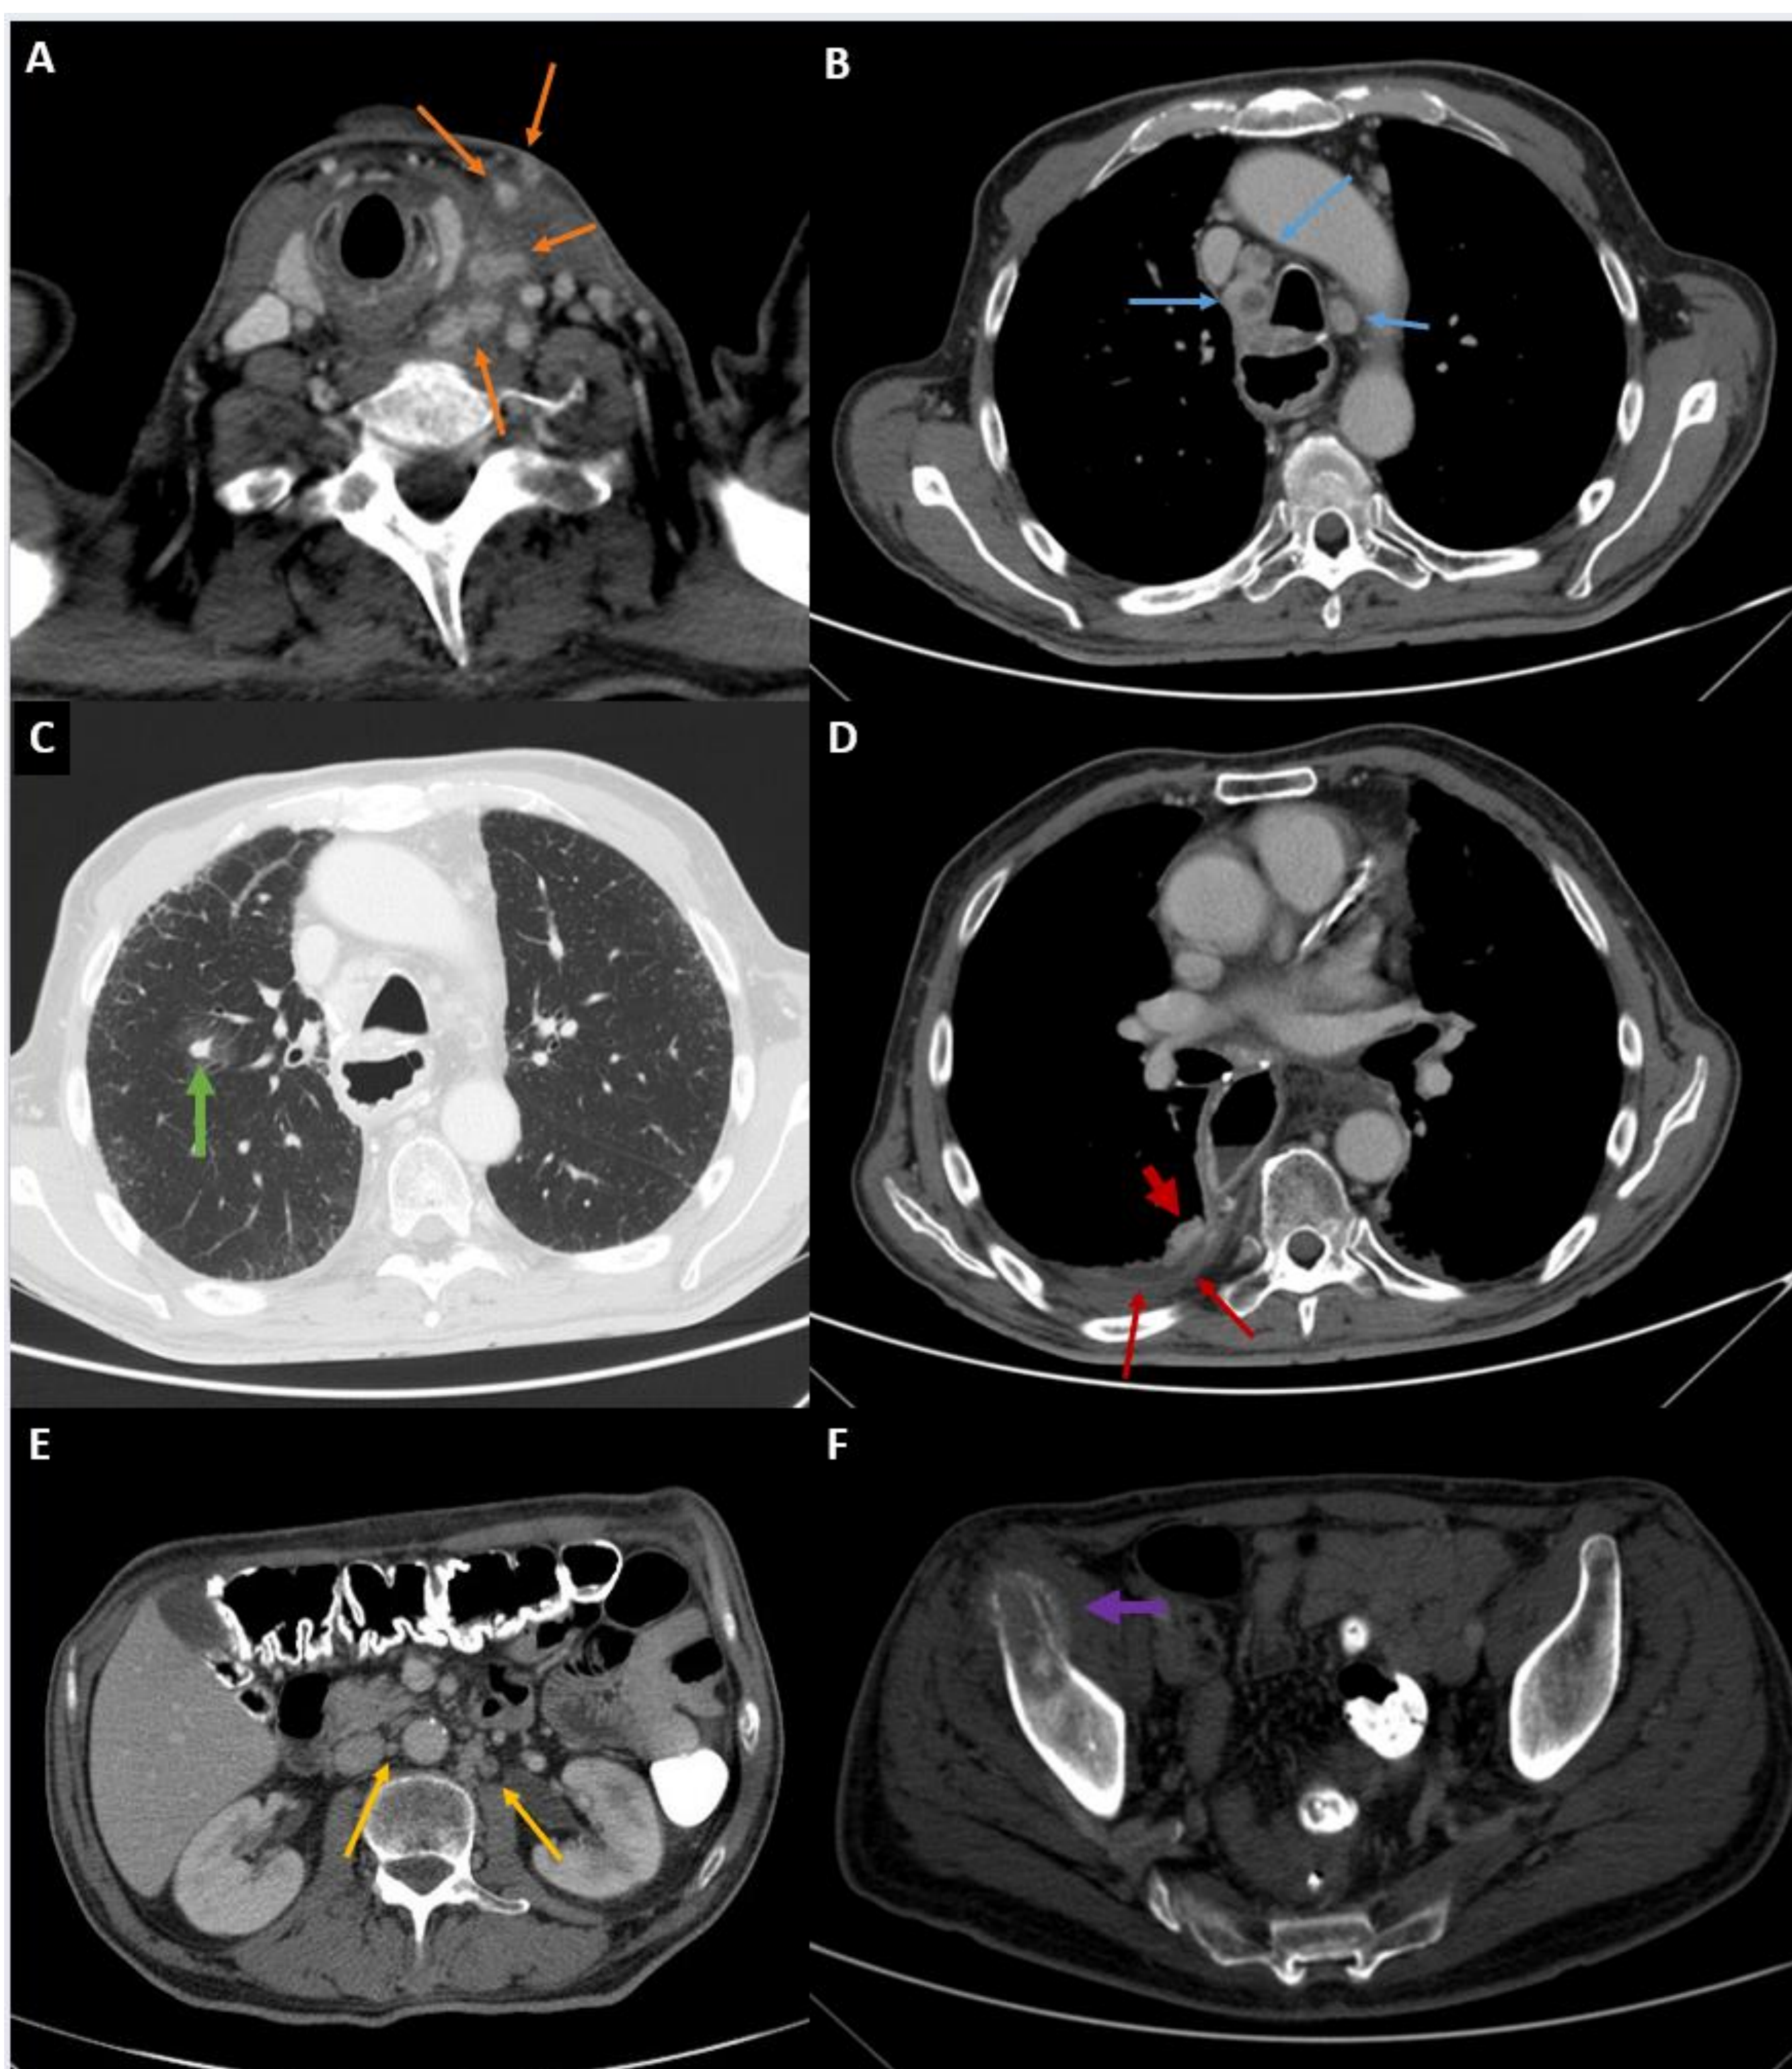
TC de control en paciente intervenido mediante esofagectomía en tres campos (McKeown) con recidiva locorregional y a distancia (primera parte). Se observa un engrosamiento mural nodular e irregular de nueva aparición en la anastomosis cervical, correspondiente con recidiva local a este nivel.
